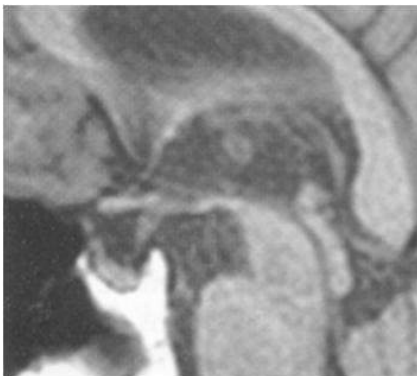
/. *Syndrome de Korsakoff* , IRM pondérée T1 coupe sagittale et coronale montrant une atrophie mamillo-thalamique (flèches).
